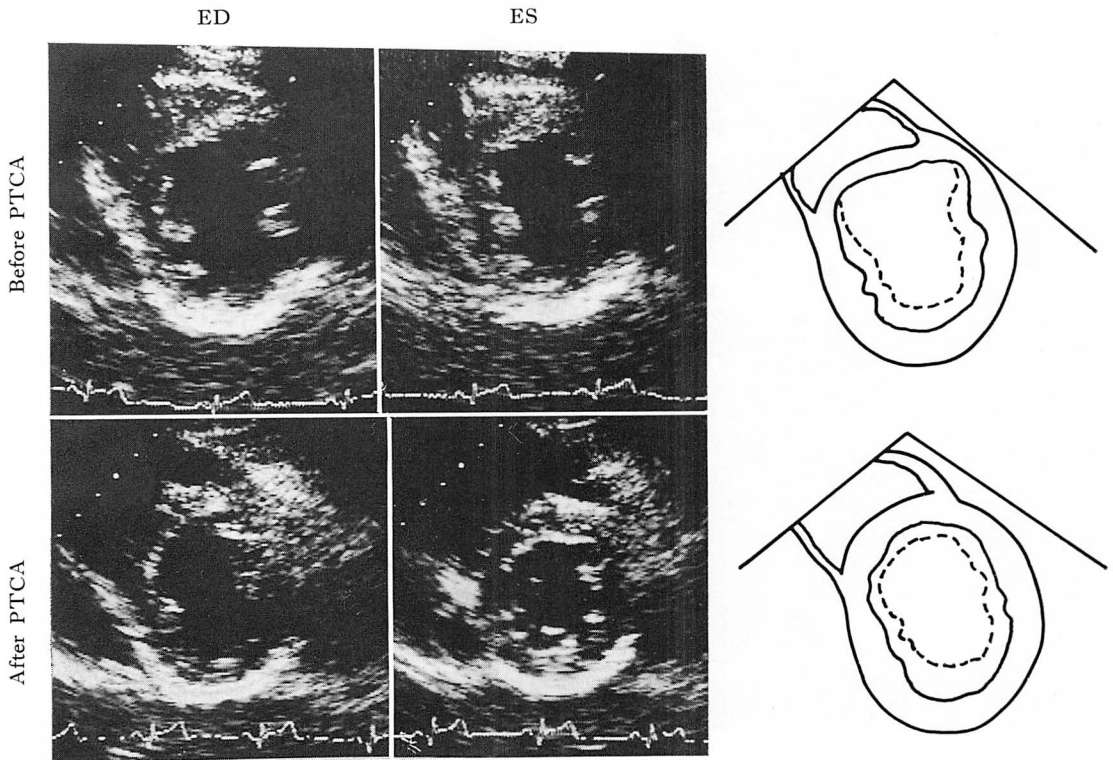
Short-axis views at the level of the papillary muscles in the two-dimensional echocardiograms before and after PTCA in the same case as Fig. 7.
